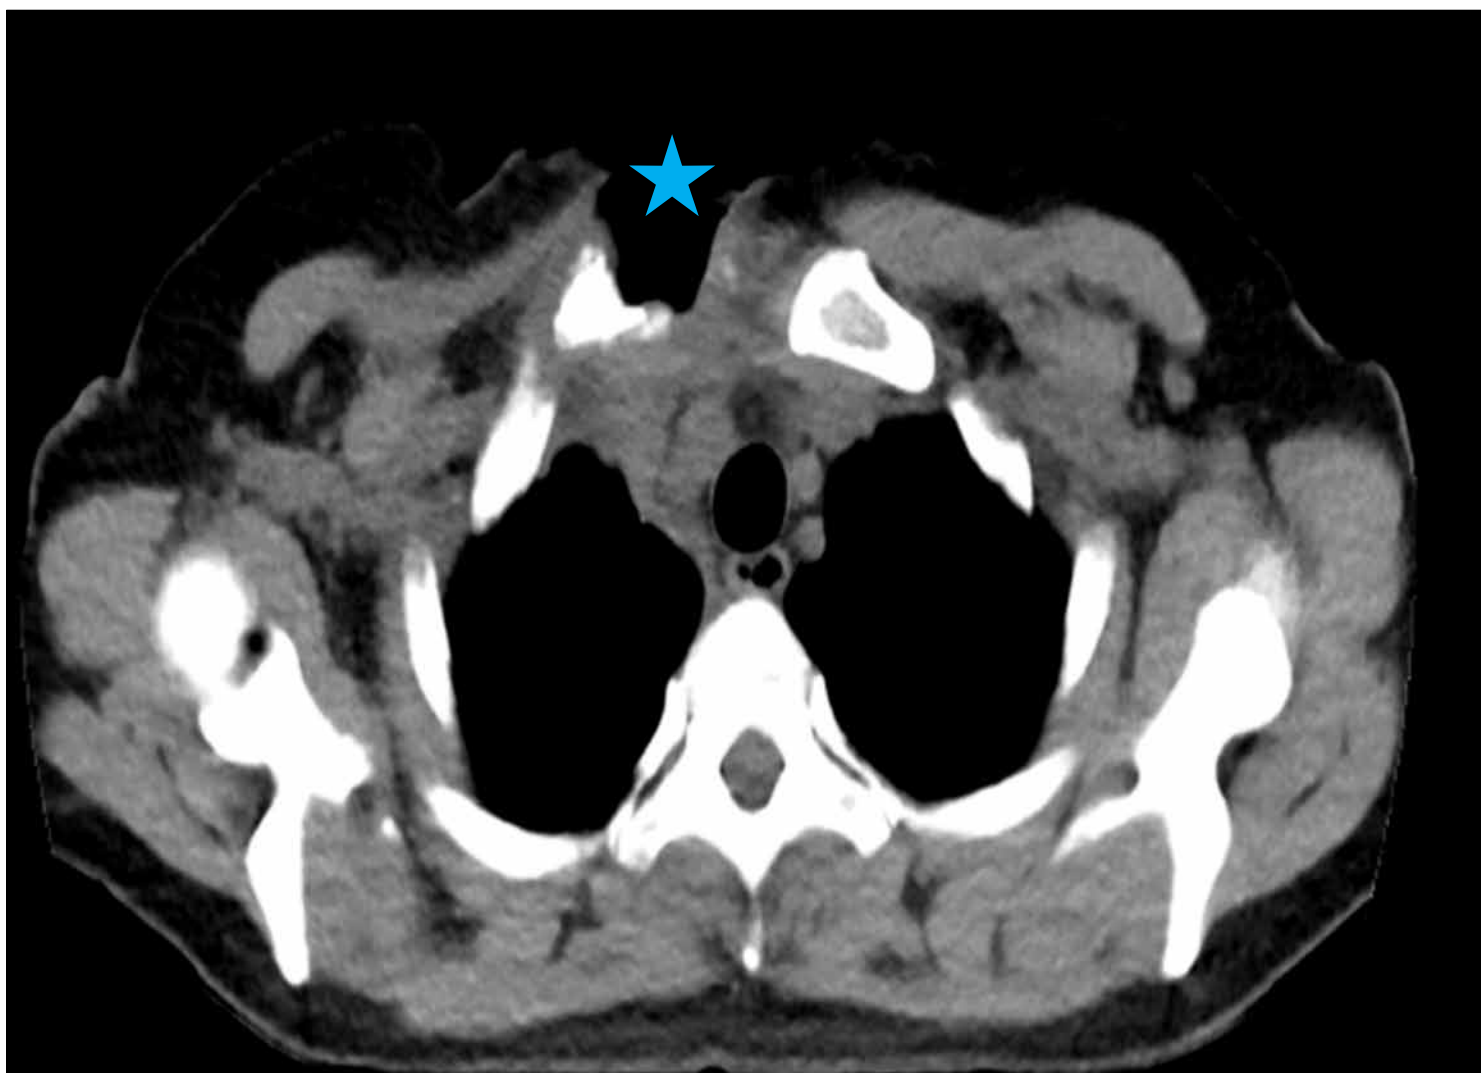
Computer tomography scan depicting the defect (asterisk) after negative pressure therapy. A delayed pectoral muscle closure was performed.
